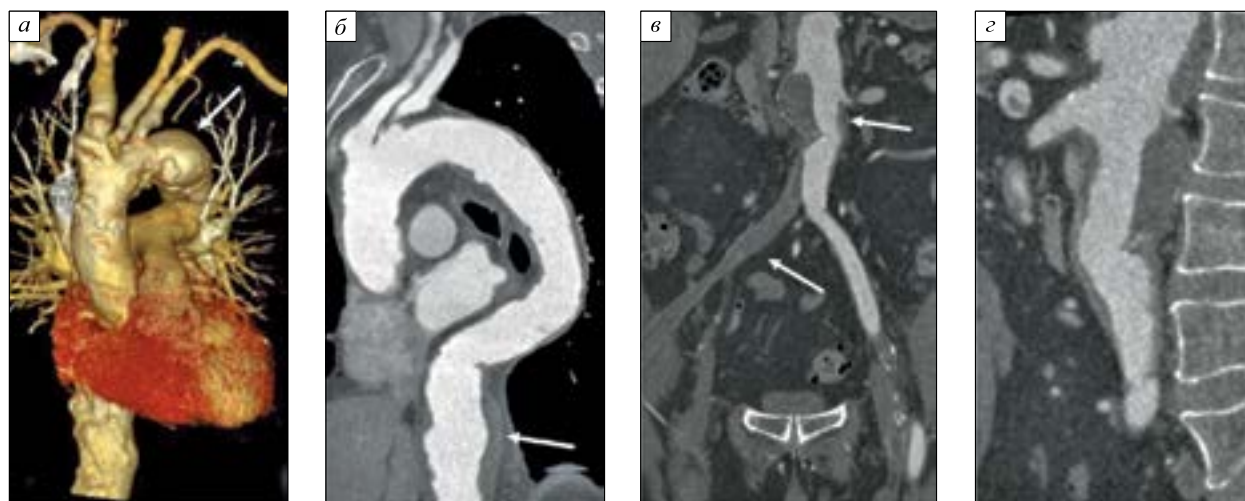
МСКТ-ангиография грудной, брюшной аорты: *а* – 3D-МСКТ-ангиография аорты, стрелкой указано аневризматическое расширение дуги аорты 48×50 мм; *б* – сагиттальный срез, стрелкой указано аневризматическое расширение дистальной части нисходящей грудной аорты 50×51 мм; *в* – фронтальный срез, стрелками указаны аневризматическое расширение аорты в супраренальном сегменте до 43×50 мм и тромбированный обходной шунт правой бранши бифуркационного протеза; *г* – сагиттальный срез, аневризматическое расширение аорты в супраренальном сегменте до 43×50 мм
